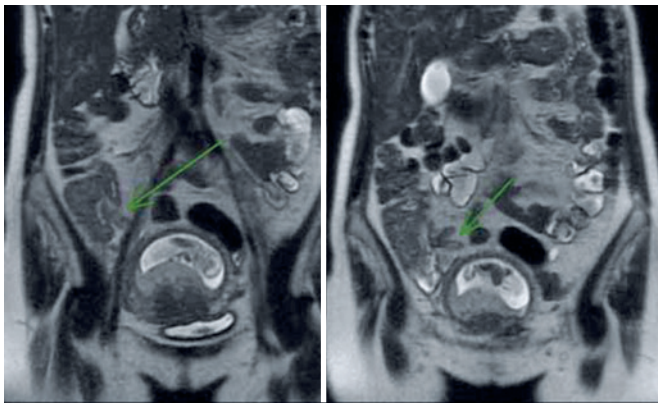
Ressonância magnética no plano coronal. A seta aponta para o apêndice cecal, com sua parede espessa
